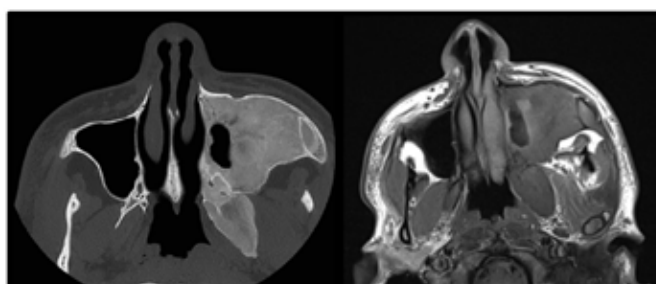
TC craniofacial de 2017 (à esquerda) e RM craniofacial de 2019 (à direita) evidenciando o caráter lento da progressão da lesão.
